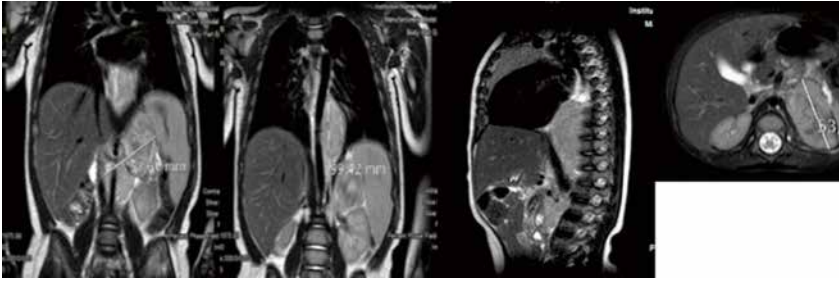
RM tóraco-abdominal en paciente de 10 meses de edad con neuroblastoma en estadio INRG L2. Tumoración sólida en región suprarrenal izquierda que se extiende por el hiato abdominal con prolongación en “reloj de arena” desde retroperitoneo a mediastino posterior. Cranealmente, contacta con la pared posterior del ventrículo izquierdo y, caudalmente, se extiende hasta la bifurcación aórtica. La masa adrenal izquierda engloba a la aorta abdominal y la arteria renal izquierda invadiendo el hilio renal izquierdo. Contacta con la cava abdominal, el origen del tronco celiaco y mesentérica superior, permaneciendo estos vasos permeables. Según el estadiaje INRG, hay múltiples factores de riesgo definidos por imagen, incluyendo la afectación de dos compartimentos anatómicos.
